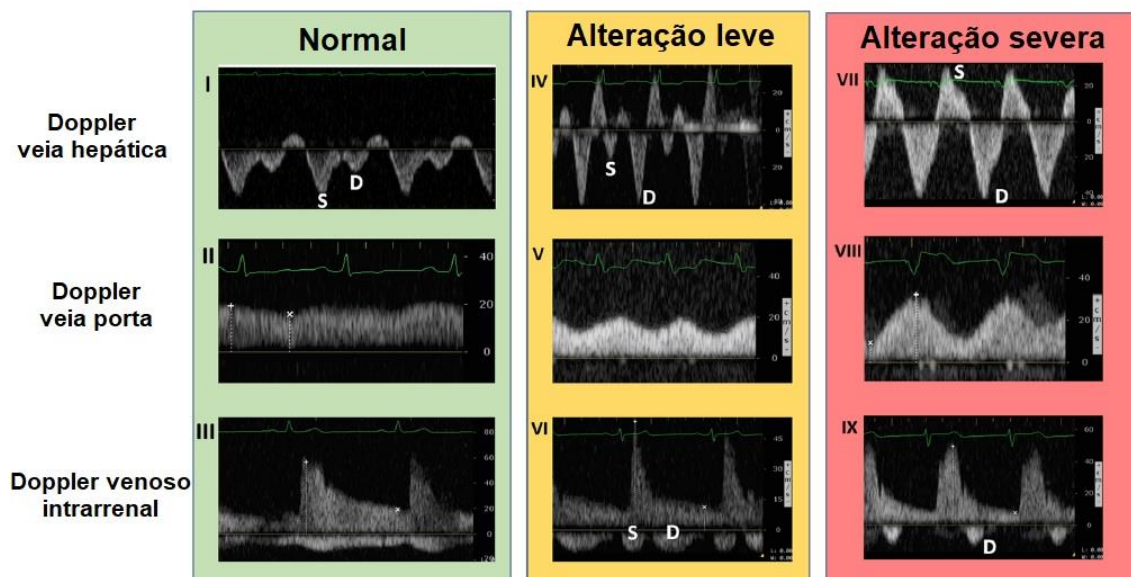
ondas de fluxo ao Doppler pulsado das veias hepática, porta e intrarrenal
